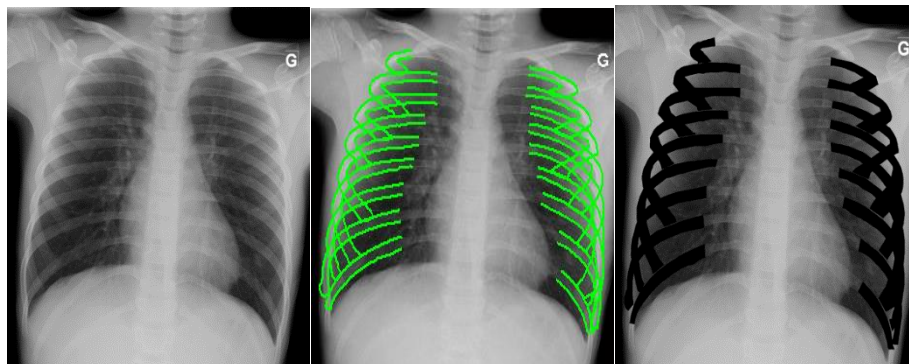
The image on the left shows a chest radiograph, the middle image shows posterior and anterior segmented ribs and the image on the right shows the chest radiograph after removal of ribs
